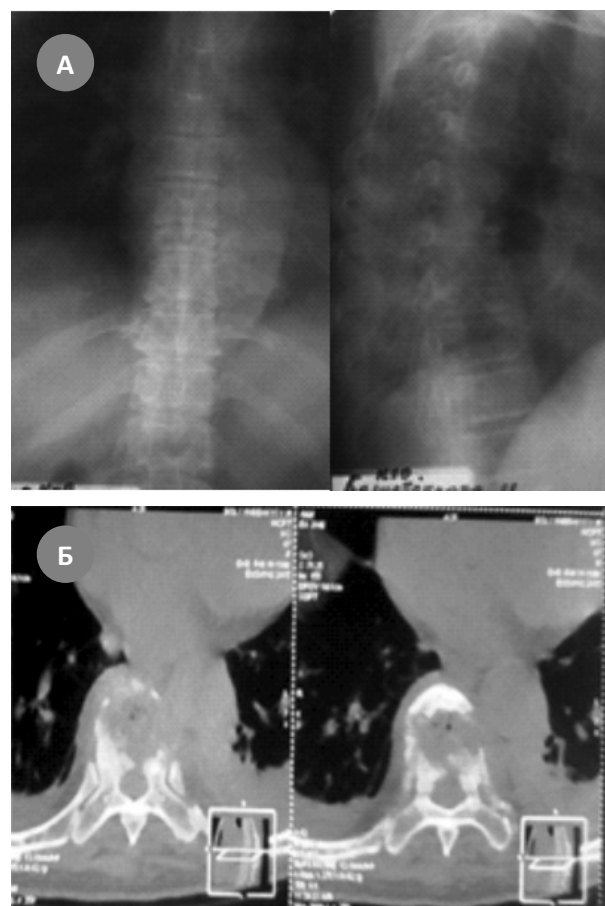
а.- Обзорная рентгенограмма в 2 проекциях грудного отдела позвоночника больной Б. (снижение высоты и в боковой проекции клиновидная деформация тело Th9, наличие паравертебрального образования); б.- КТ грудного отдела позвоночника больной Б. (очаг литической деструкции на уровне Th9 и слева паравертебральное образование).
